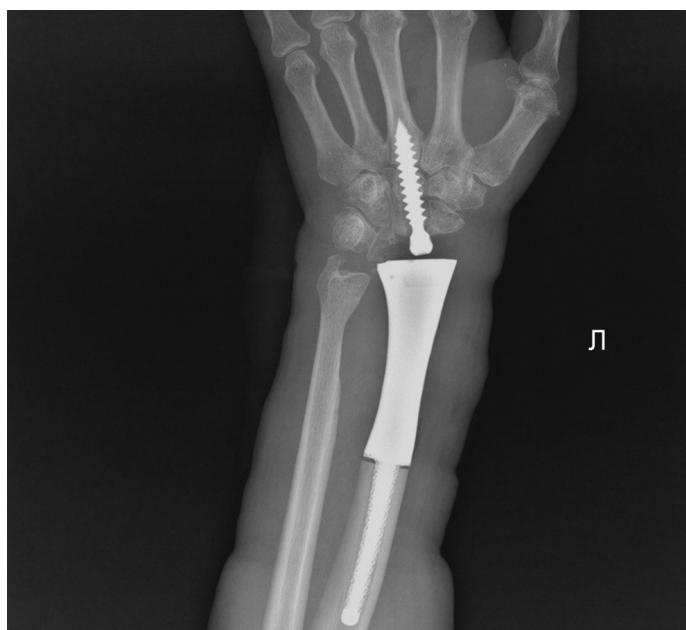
Рентгеновское изображение фиксации пластиной левой лучевой кости
